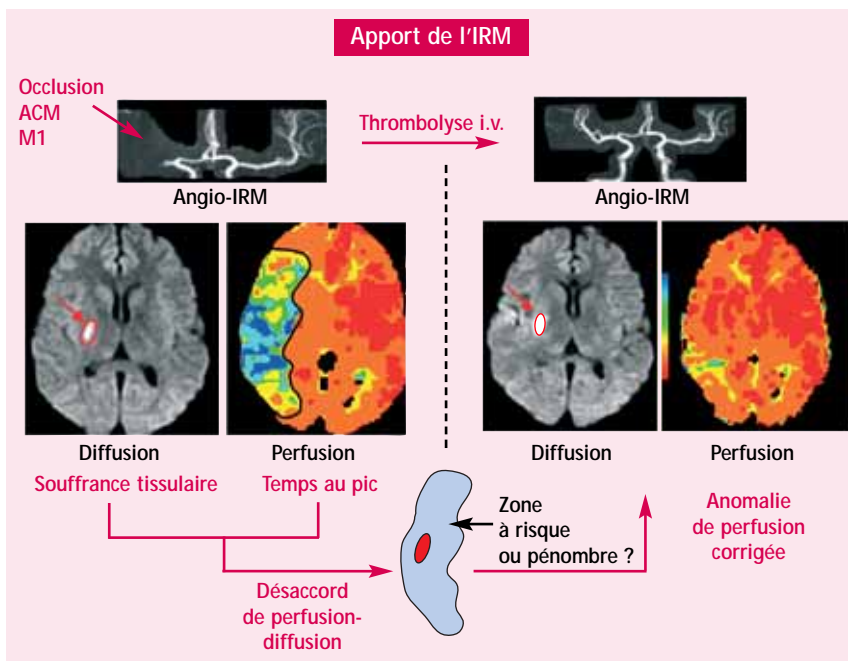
Correction du mismatch en IRM après recanalisation par thrombolyse.
